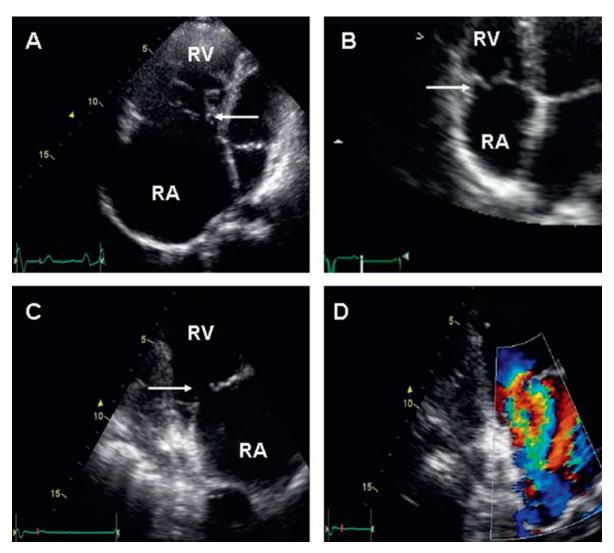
(A) Enfermedad de Ebstein. La fijación de la valva septal de la válvula tricúspide se desplaza hacia el vértice del ventrículo derecho (flecha), que conduce a insuficiencia tricúspide severa y a dilatación de la aurícula derecha. (B) Prolapso de la válvula tricúspide; la valva anterior prolapsa hacia la aurícula derecha durante la sístole (flecha). (C) Eje paraesternal largo modificado, demuestra la dilatación del ventrículo derecho, además de falta de coaptación de las valvas durante sístole (flecha). (D) La falta de coaptación conduce a un chorro de insuficiencia grave demostrado por el doppler color.
